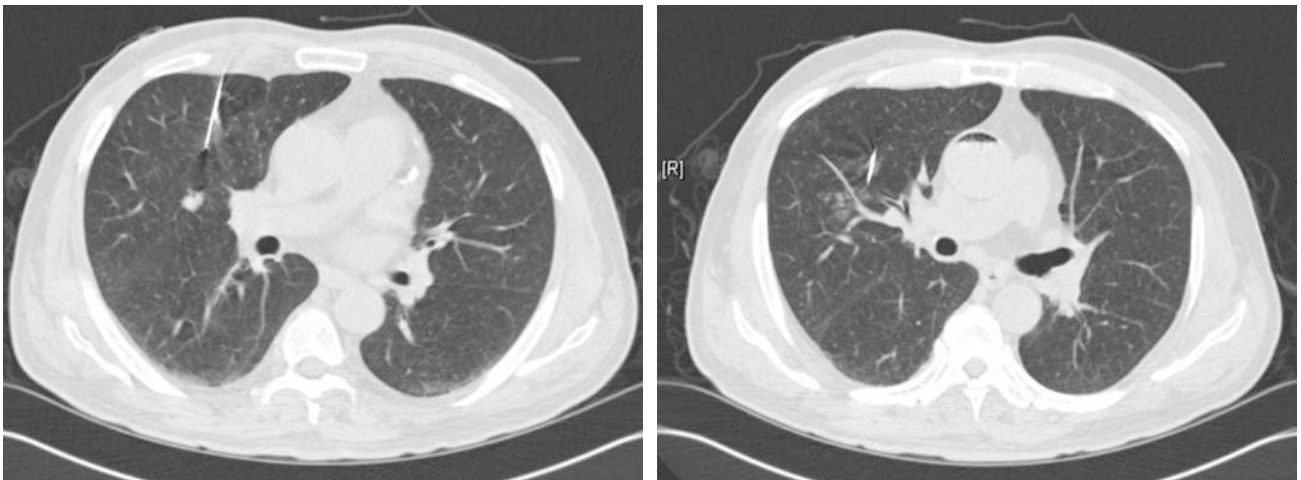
Computed tomography of the chest shows an air embolism during a CT-guided fine needle aspiration biopsy of a solitary pulmonary nodule in the posterior segment of the right upper lobe. CT at the ascending aorta level obtained just after the biopsy shows a small amount of air in the ascending aorta.
